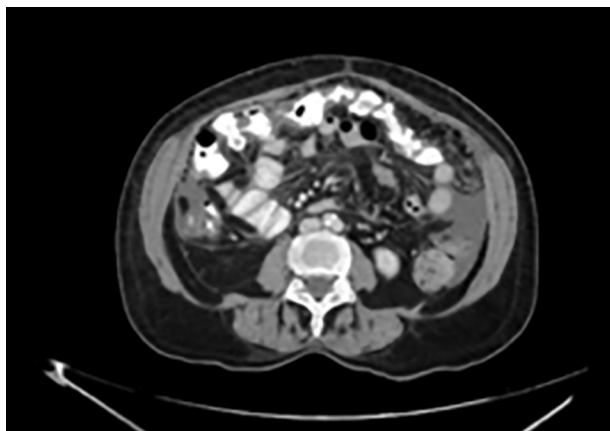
Corte axial de TC donde se evidencia liquido libre en cavidad abdominal sin otros signos imagenológicos de carcinomatosis.
